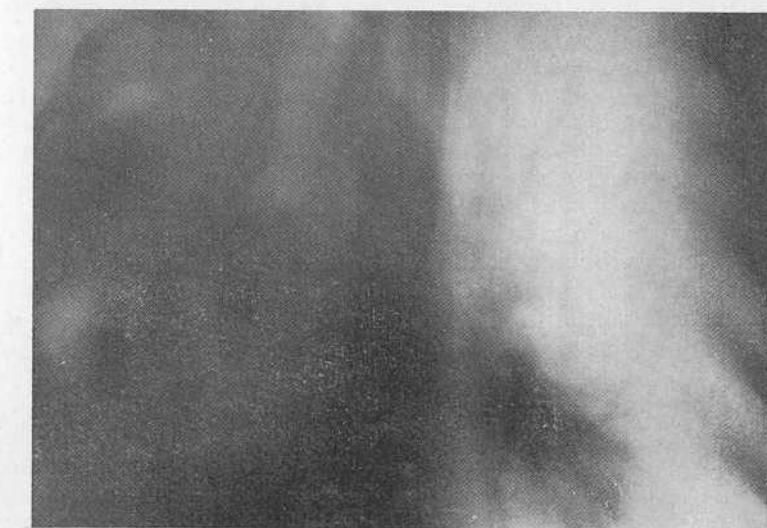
Томограмма той же больной. Главный бронх правого легкого обтурирован. Обтуратор имеет сферическую поверхность, вдающуюся в просвет бронха.
